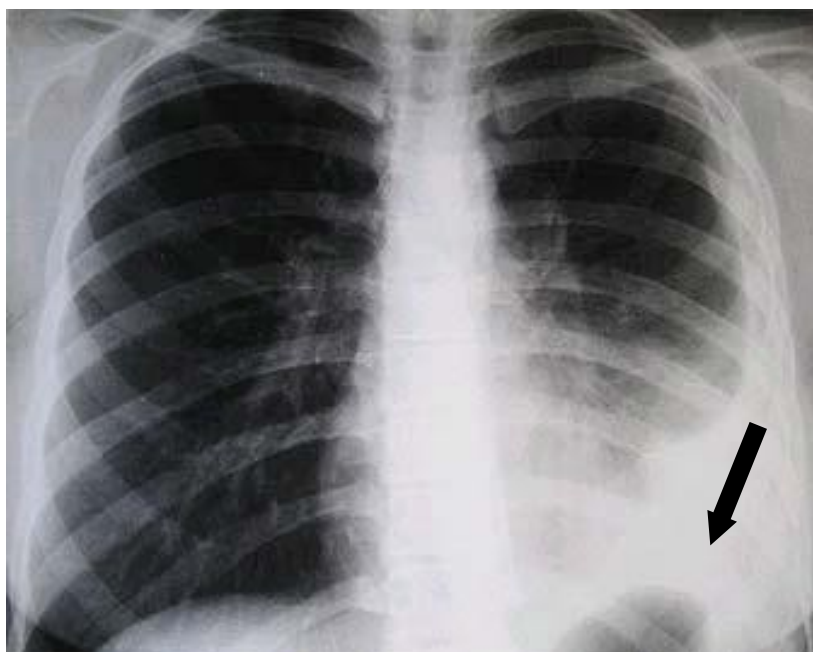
Radiographie Pulmonaire d'un patient tuberculeux.
